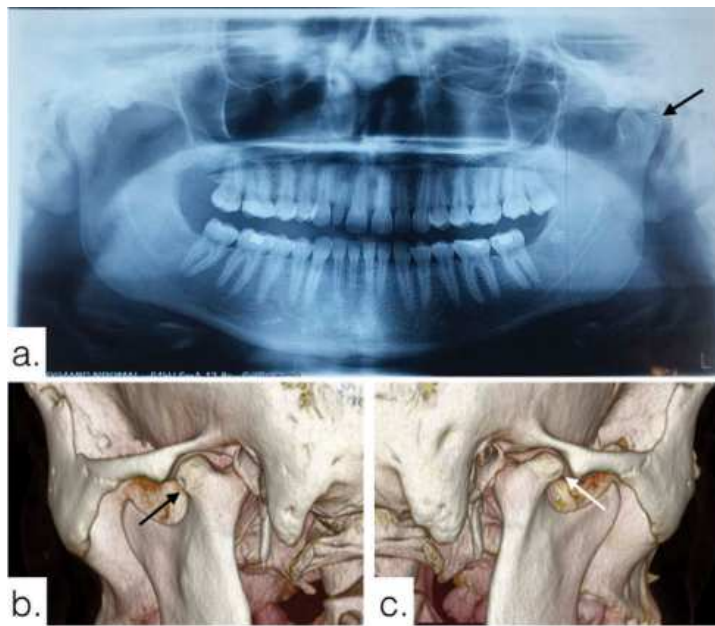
Radiografia panorâmica e reconstrução da renderização 3D (b-c) do volume da tomografia computadorizada de raios-X (TC) duma paciente, confirmando côndilos bifidos mandibulares à direita (seta branca) e esquerda (seta preta) (Bettoni et al., 2019).
